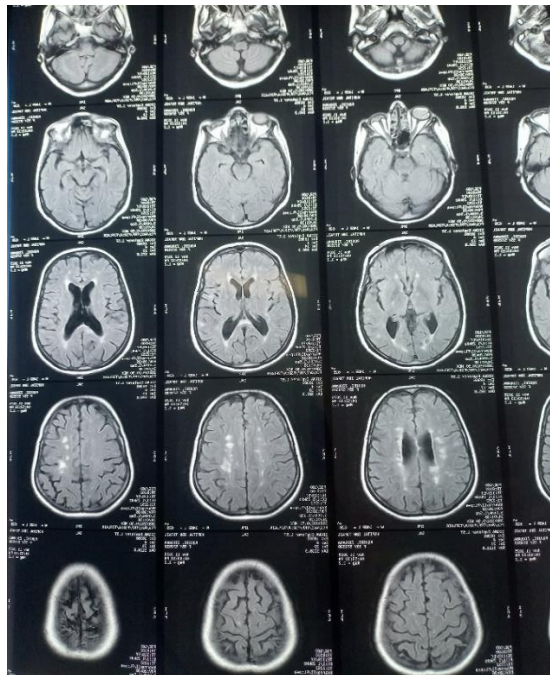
Image d'IRM cérébrale en coupes axiales séquence FLAIR objectivant des lésions de démyélinisation sus et sous tentorielles
